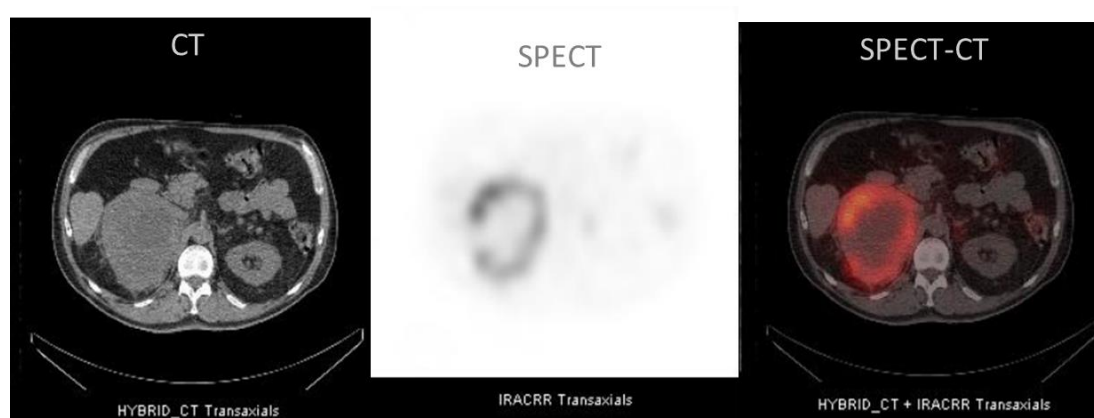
Διαδικασία απεικόνισης SPECT. (Nuclear Medicine Physics: A Handbook for Teachers and Students, 2014)
